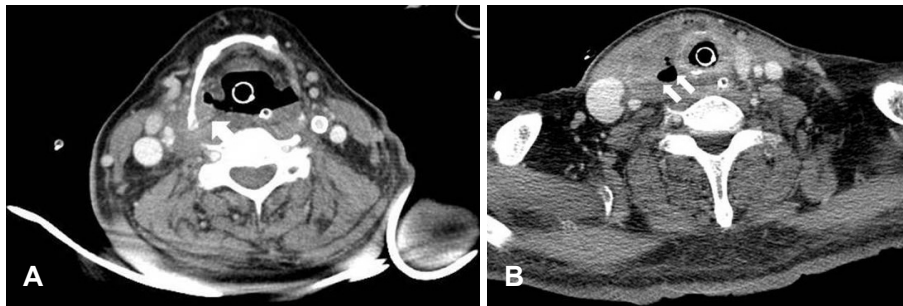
Axial neck CT. Right thyroid abscess related to perforation of right posterior hypopharyngeal wall. Right pyriform sinus perforation (large arrow)(A). Right thyroid abscess (small arrows)(B).
